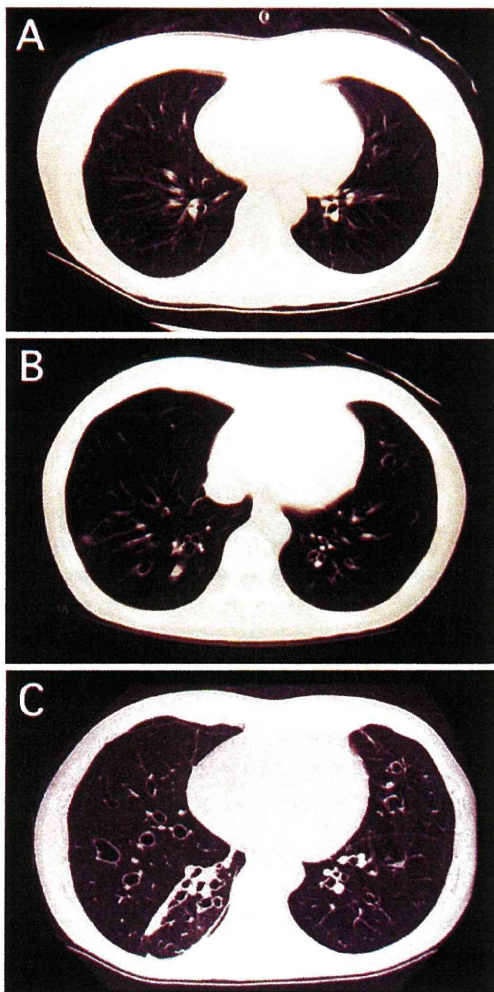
A computed tomography of the chest demonstrated a hyperlucent lung with narrowing of the peripheral vessels on the 27th day (A). Bronchiectasis and atelectasis were observed in the right lower lung on the 189th day (B). Advanced bronchiectasis and atelectasis were observed on the 268th day (C).
